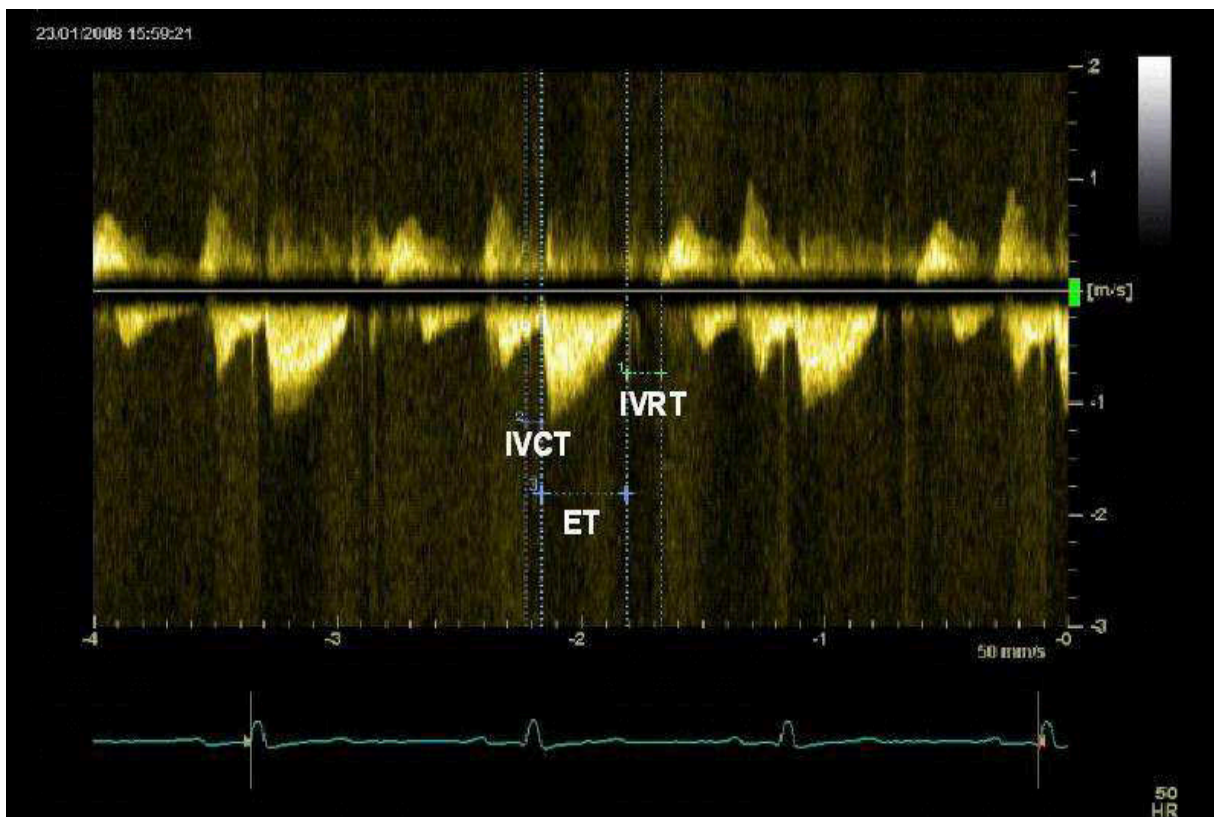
Kontinuierlicher Doppler des linksventrikulären Ausflusstraktes.
